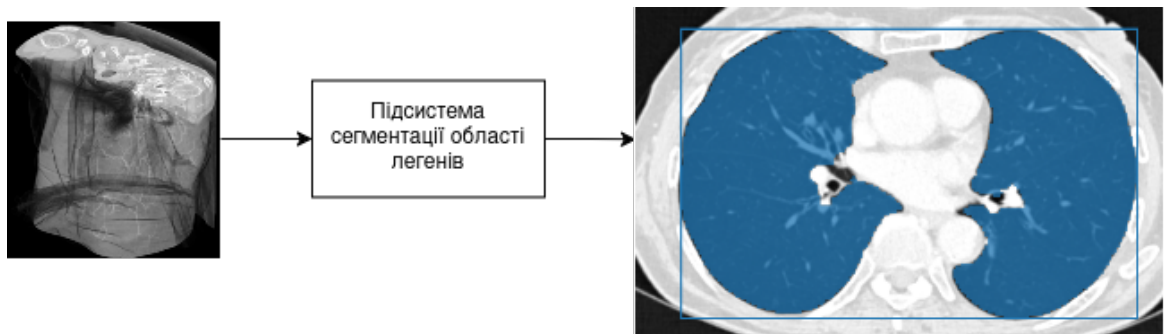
Результат роботи підсистеми сегментації області легенів: виділення зони легенів із повного КТ–зображення та обрізання за розрахованою рамкою
